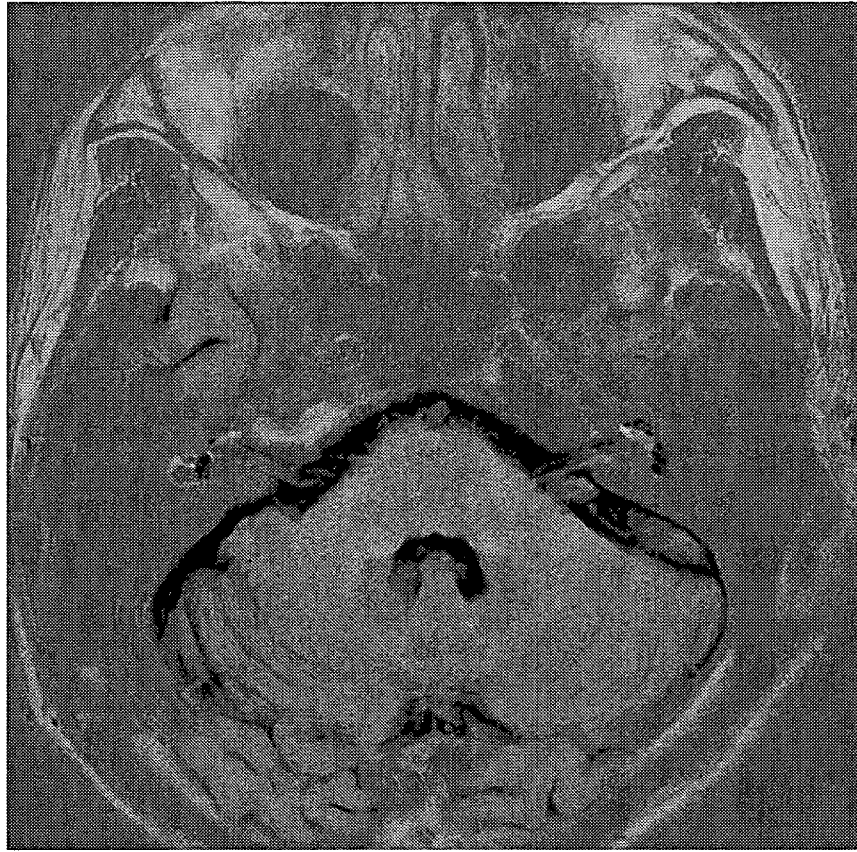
症例1のMRI。内耳の中で黒くみえるところが内リンパで両耳に高度な内リンパ水腫が認められる。
